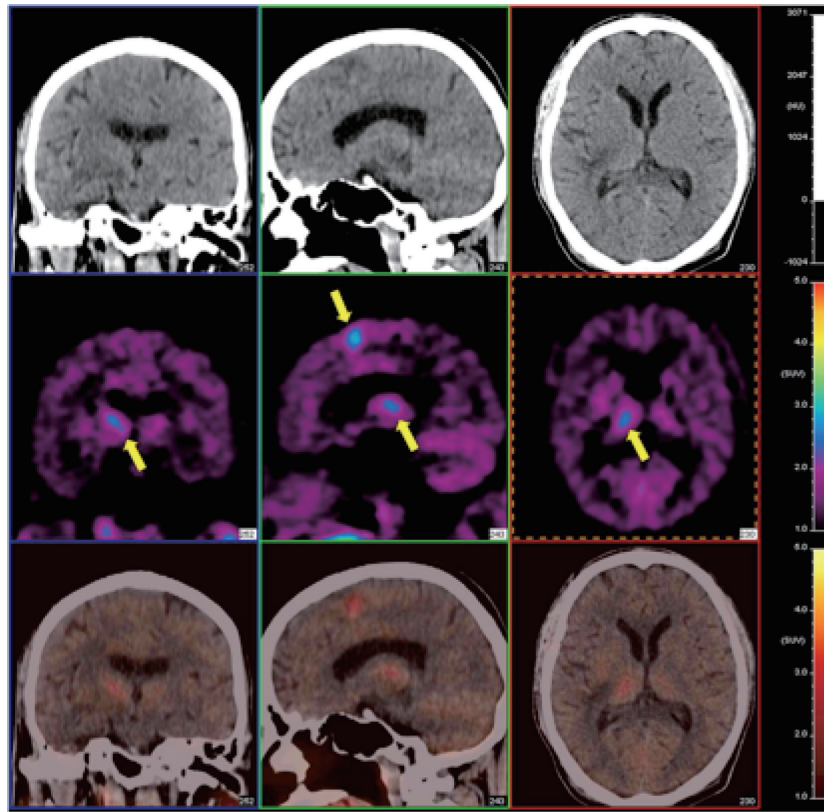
脑肿瘤治疗后复发¹¹C-MET PET显像
